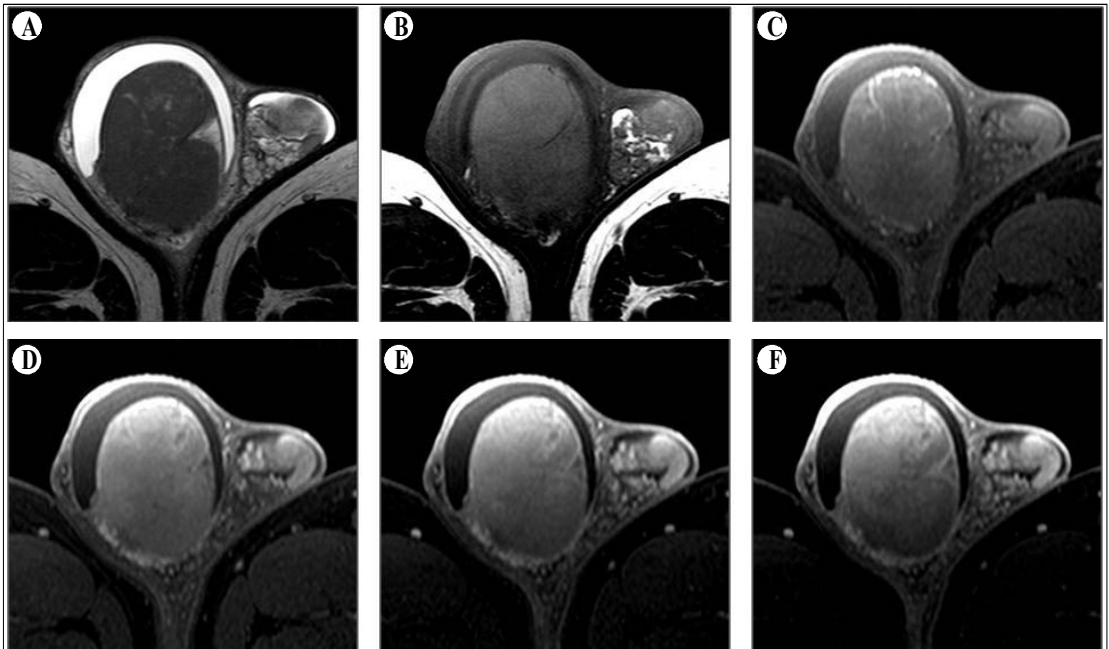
The right testis is enlarged. The mass lesion is seen as a low signal intensity on T2-weighted image (A) and iso-signal intensity on T1-weighted image (B). The mass lesion is mildly and progressively enhanced with time on dynamic contrast enhancement study (C-F).
